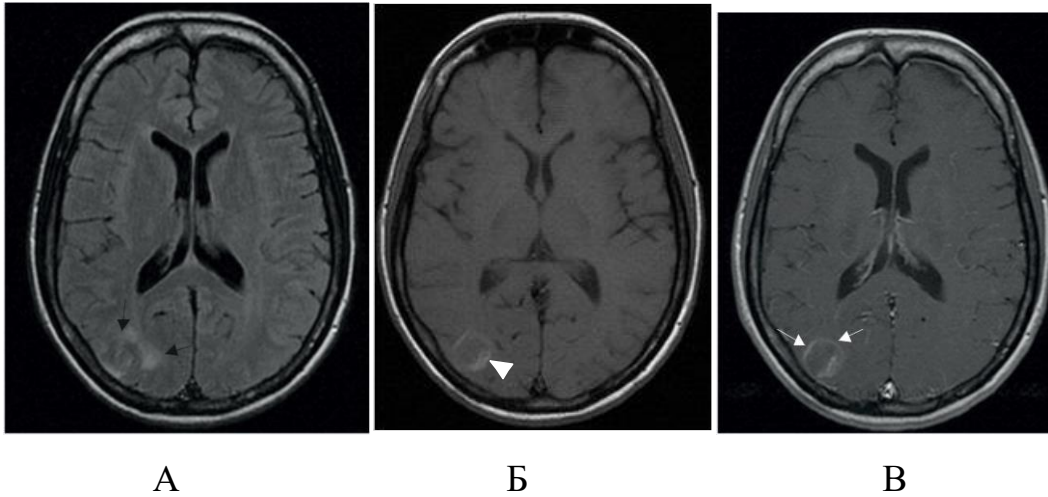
Пациент С., 36 лет, токсоплазмоз головного мозга (И/б 26044). А – FLAIR, Б – T1 ВИ, В - T1 ВИ с контрастированием: в правой височно-затылочной области определяется единичное очаговое поражение с перифокальным отеком (черные стрелки), отложением продуктов деградации крови по капсуле (головка стрелки) и кольцевидным накоплением контрастного вещества (белые стрелки)
